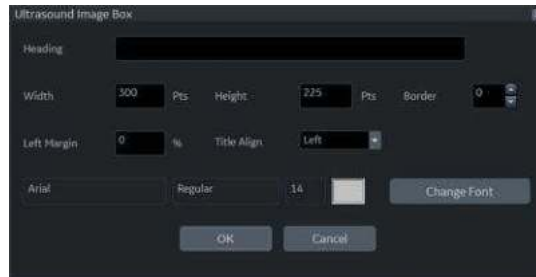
Ultrasound Image Box (Caseta Imagine cu ultrasunete)
